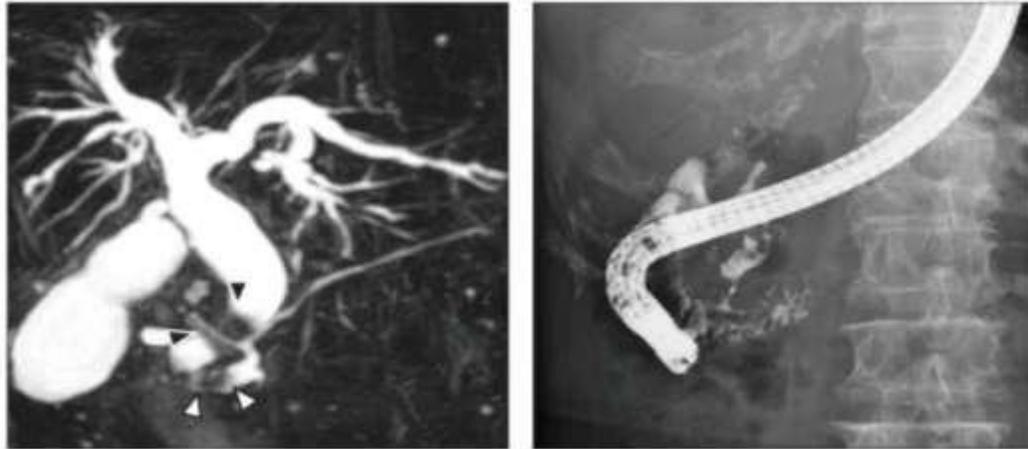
(a) Hasil USG pada pasien koledokolitiasis; (b) Kolangiografi. Tampak dilatasi pada saluran empedu pada tanda anak panah<sup>(30)</sup>
